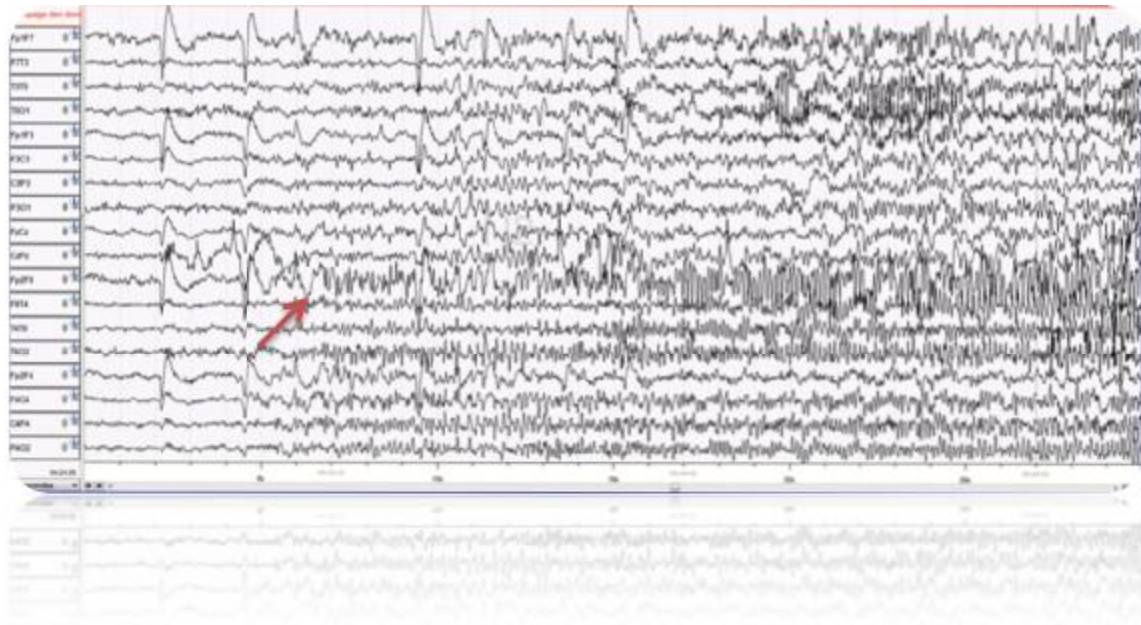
Patiente de 31 ans, épilepsie temporale pharmaco résistante, IRM : sclérose de l'hippocampe.
